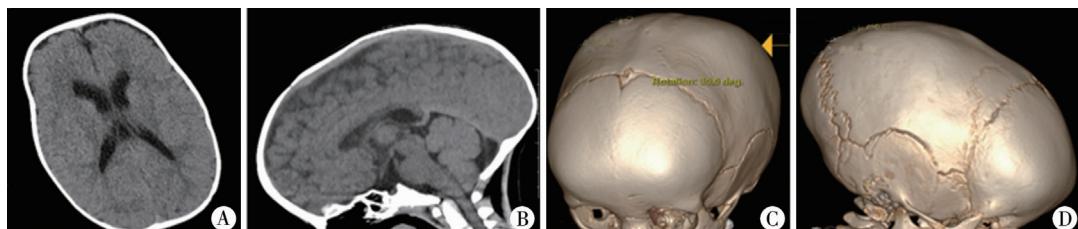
BRMUTD患者头颅CT表现 注 A:无明显脑积水; B:胼胝体发育不良; C、D头颅狭长,提示矢状缝早闭
